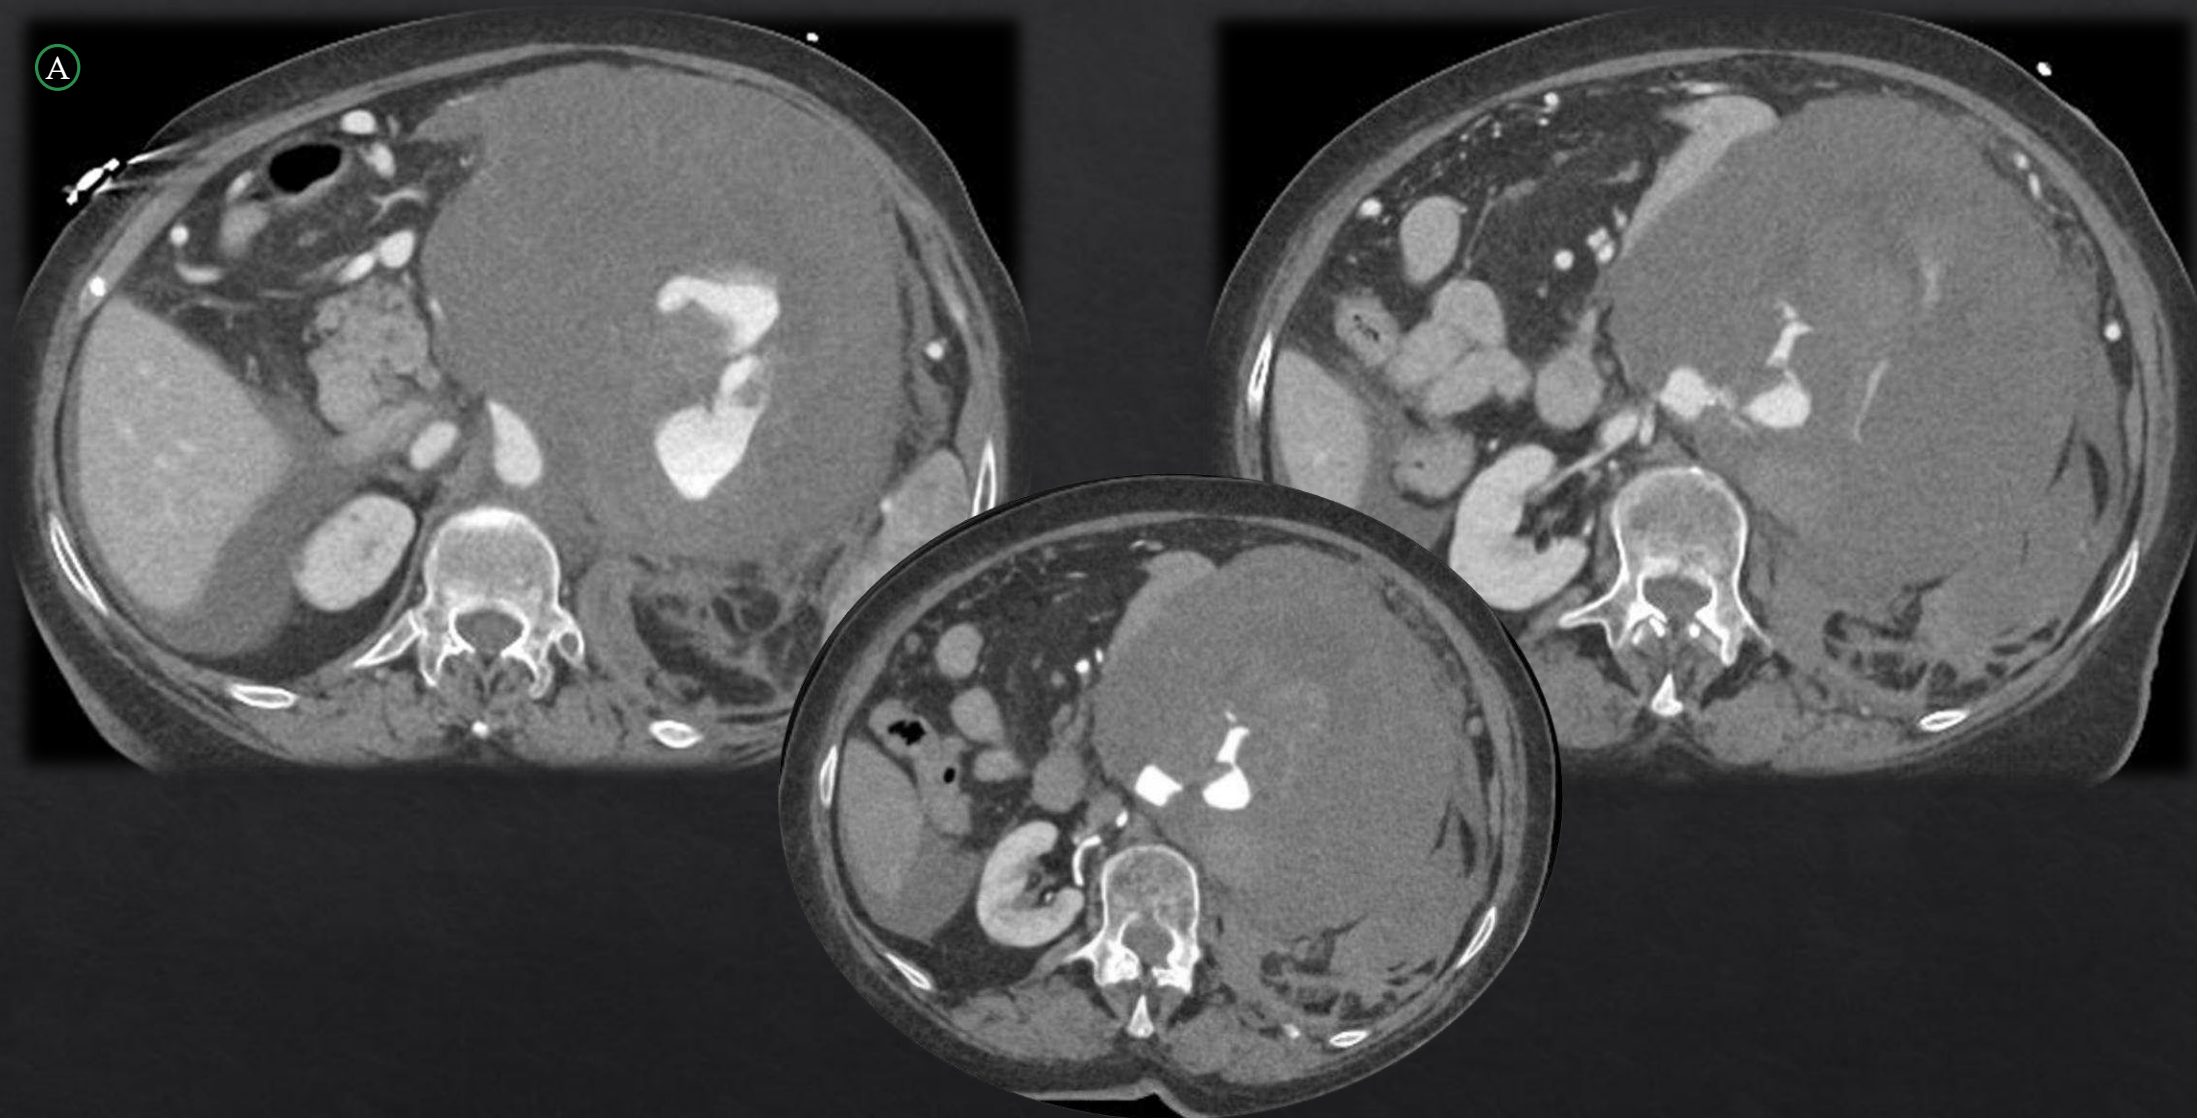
A. TC con contraste endovenoso en fase portal y arterial, con tres cortes en plano axial. Voluminoso hematoma retroperitoneal izquierdo, con efecto de masa que condiciona desplazamiento posterolateral e inferior del riñón izquierdo y superolateral del bazo. Tras la administración de CIV se identifica gran extravasación de CIV en el seno del hematoma, dependiente de la arteria renal izquierda que presenta irregularidad y 'stop' abrupto próximo a su origen, en relación con rotura sobre aneurisma previa. Ausencia completa de realce del riñón izquierdo. Lesión AAST grado V.
